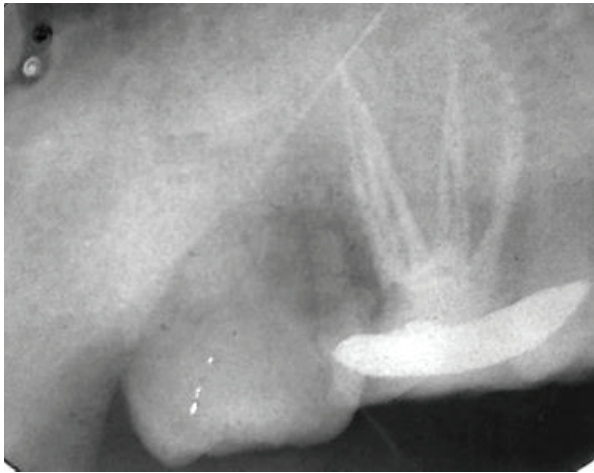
3 week follow up after restoration with a porcelain fused to metal (PFM) crown. All six canals obturated are visible and apical bone health is optimal with a periapical index score of 0
